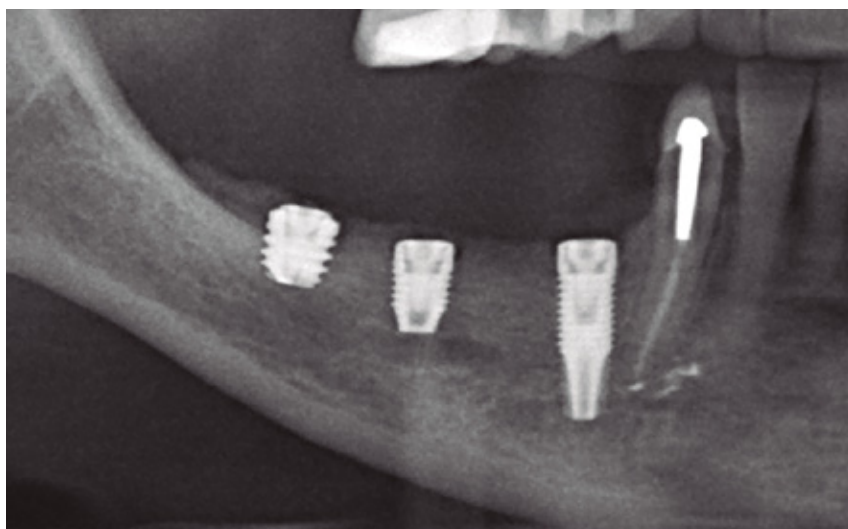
Radiografía post-operatoria con los implantes del cuarto cuadrante insertados.
